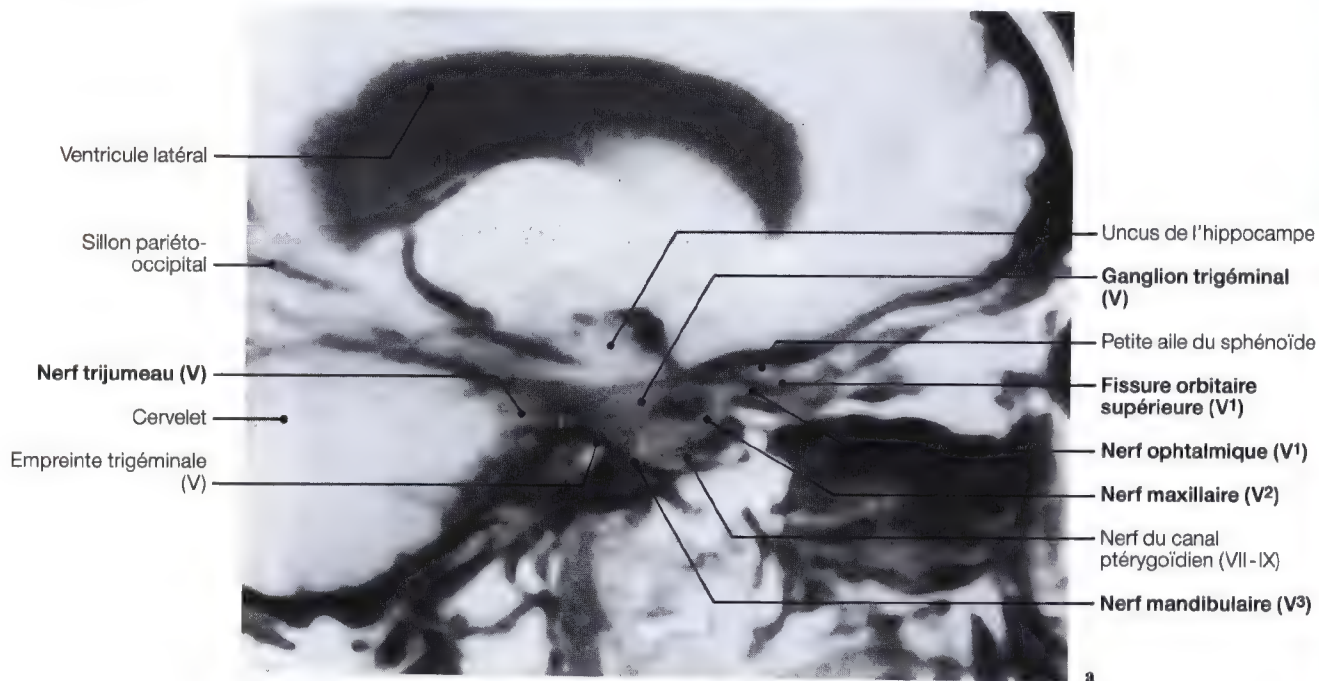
a, b. IRM (a) et coupe anatomique (b) sagittale au niveau de l'origine apparente du nerf trijumeau et des rameaux collatéraux
